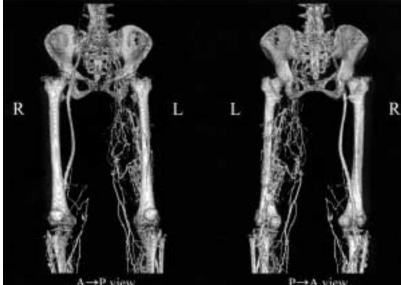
A 72-year-old man with swollen, painful right leg. A: Axial CT images obtained with injection of contrast medium through the vein of the dorsalis pedis reveal filling defects of the right femoral vein into the iliac vein(arrow)and the development of collateral vessels.
